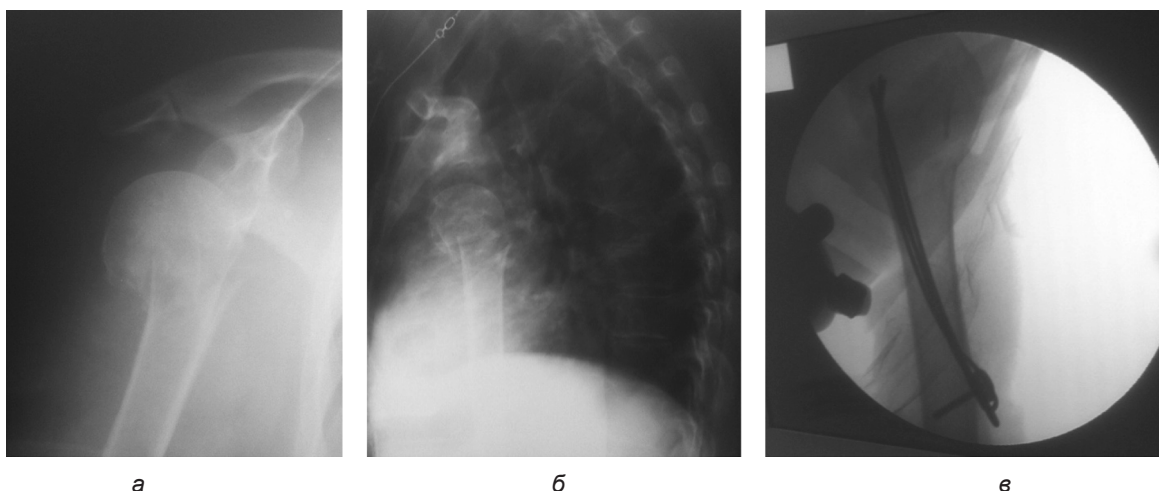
Рентгенограммы при переломе проксимального конца плеча: до остеосинтеза (а – прямая проекция, б – трансторакальная проекция) и после остеосинтеза (в)
